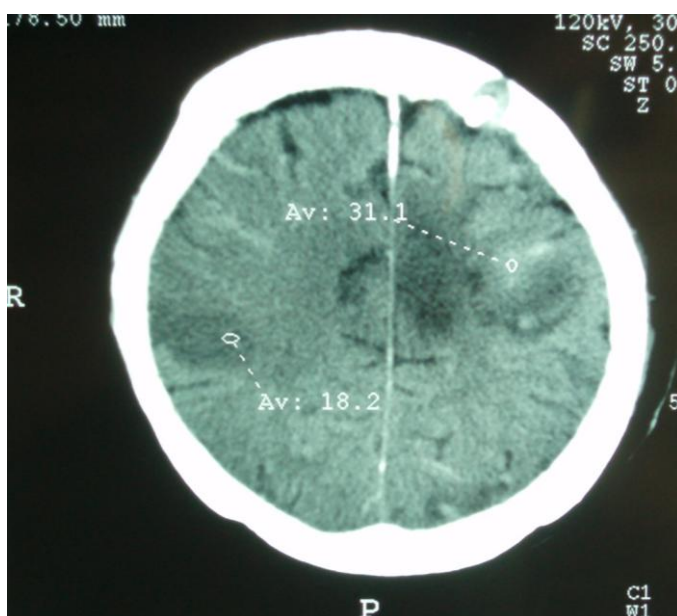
Tomografía de Cráneo con datos de vasoespasmo cerebral.
